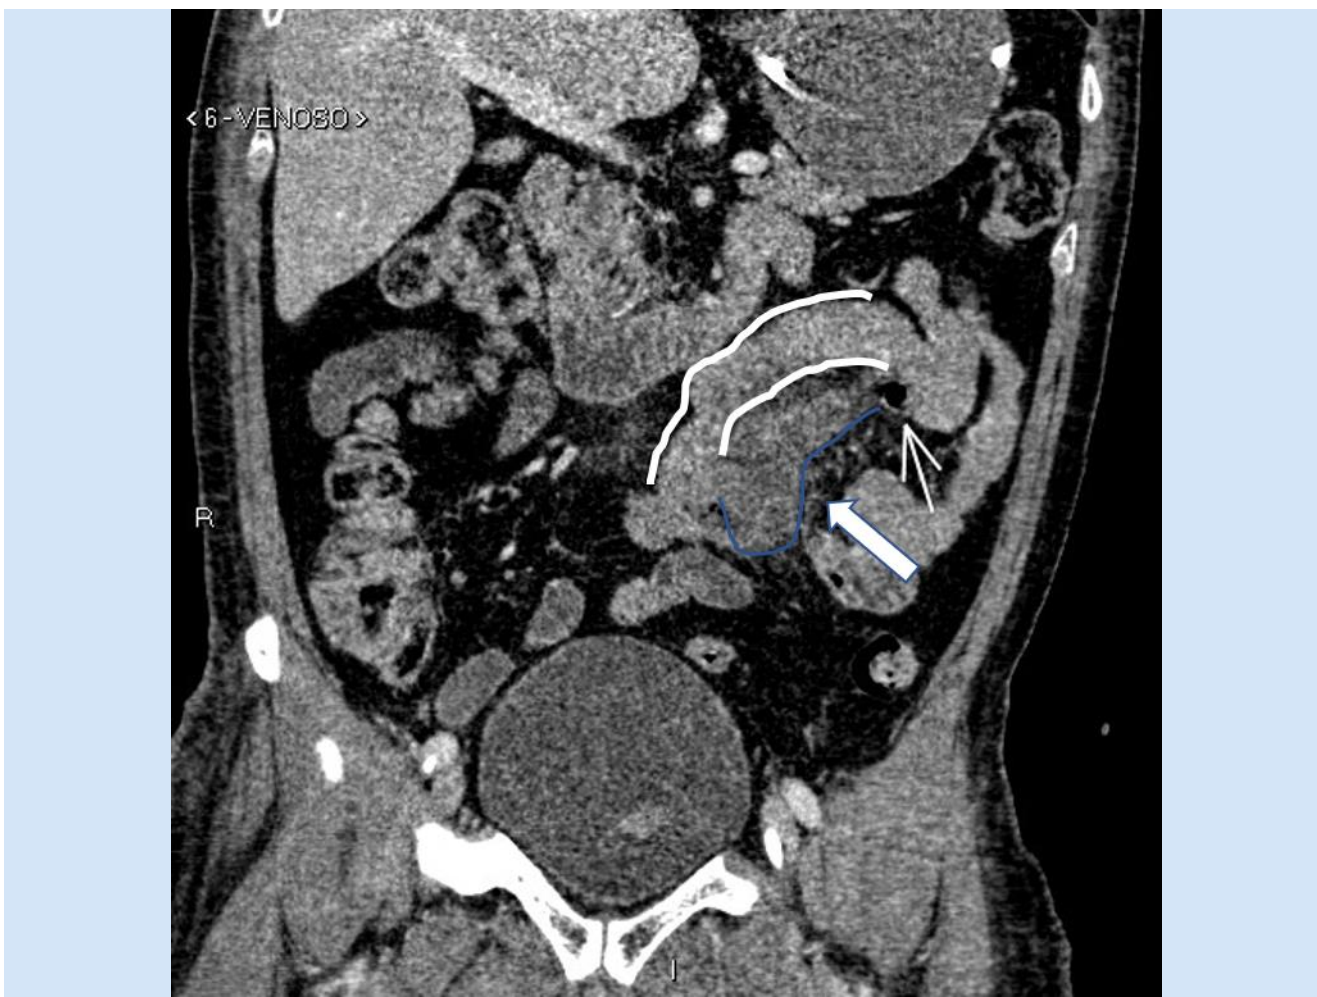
Tomografía computarizada de abdomen y pelvis contrastada
